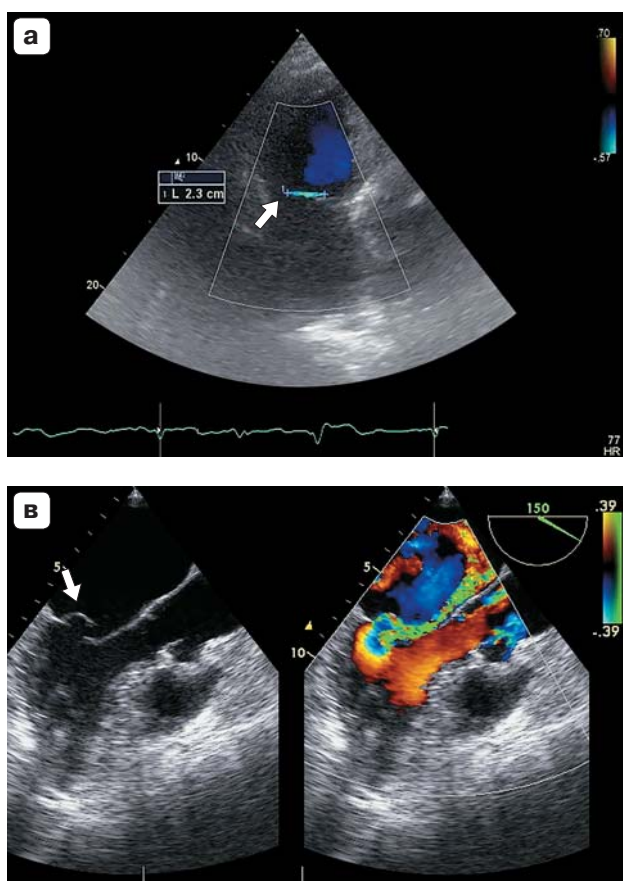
а, б – трансторакальное эхокардиографическое сканирование в апикальной 4- и 2-камерной проекциях, над створками митрального клапана визуализируется ГАРЦД (указано стрелкой), эксцентрический скрытый поток митральной регургитации; в – чреспищеводная эхокардиография этого же пациента, эксцентрический поток умеренной митральной регургитации и пролапс задней створки в сегменте P2 (указано стрелкой).
